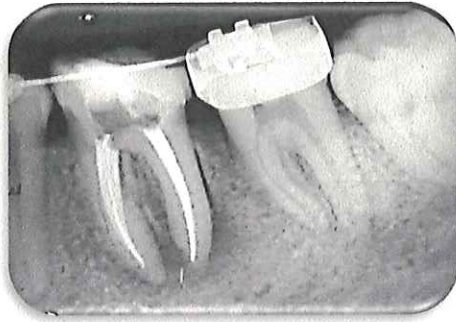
Radiografía de seguimiento a 5 meses del inicio del tratamiento.
